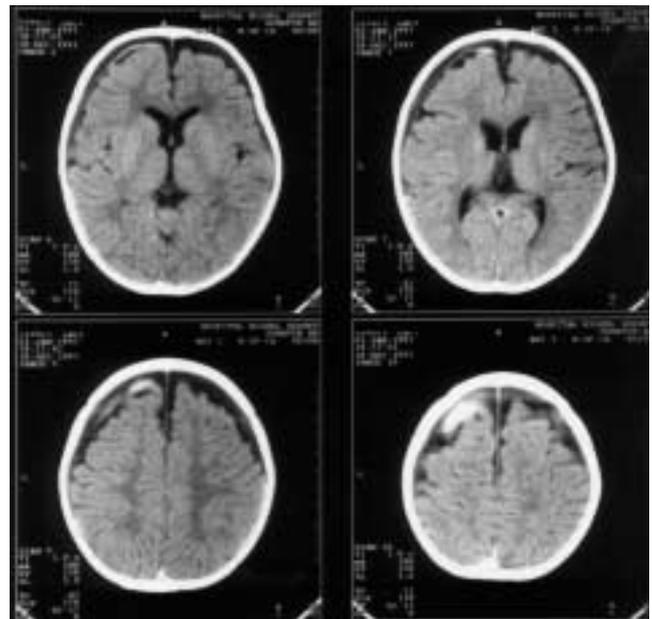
Caso 2. Primera TAC craneal: aumento del espacio pericerebral de predominio fronto temporal e hiperdensidad pericerebral anterior izquierda, compatible con colección pericerebral y resangrado.
